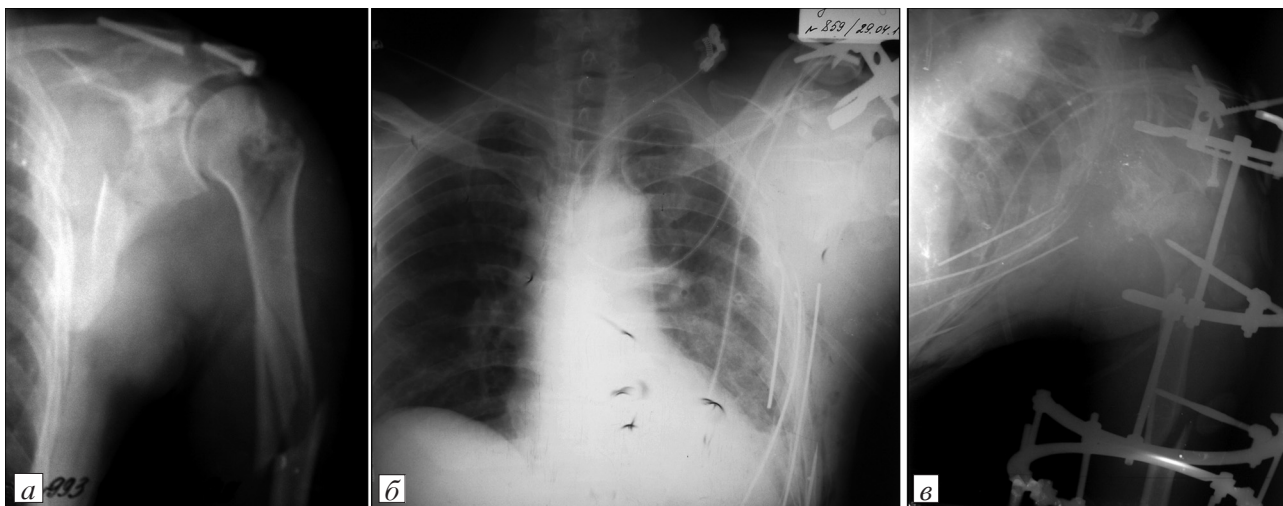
Рентгенограммы пострадавшего С., 60 лет.
